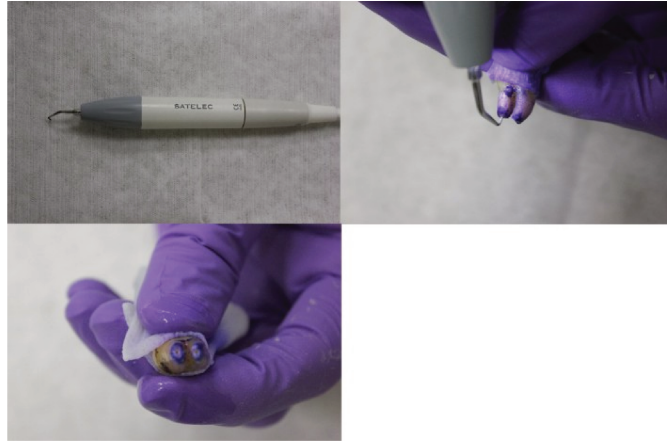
Préparation canalaire *a retro* par un insert à ultrason [12]
